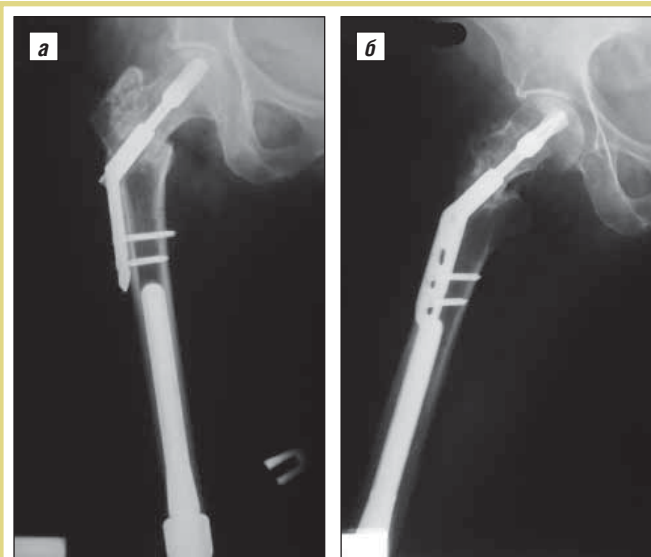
Рентгенограмма оскольчатого внесуставного перелома правого бедра в стадии консолидации; фиксация конструкцией DHS со спиральным клинком; другие металлоконструкции из проксимального отдела бедра удалены; *а* – прямая проекция, *б* – боковая
